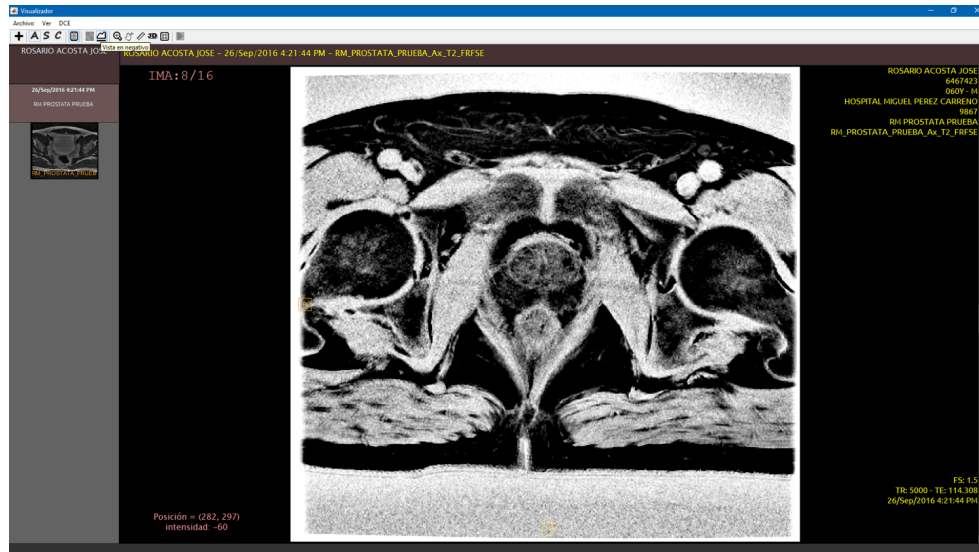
Vista de una resonancia magnética de pelvis T2 en modo “negativo”.
